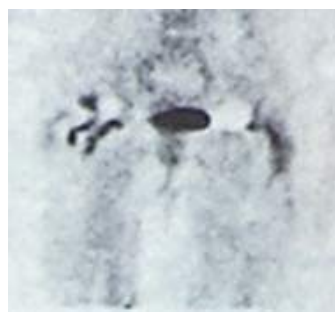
♀, 61 г. Лучевой мониторинг: ПЭТ через 3 года после ревизионной артропластики левого ТБС, через 15 лет после ревизионной артропластики правого ТБС
